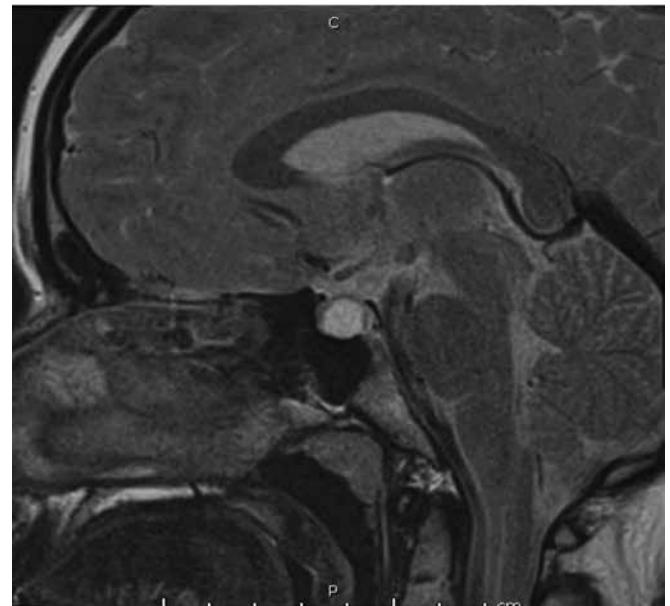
RM de silla turca contrastada con gadolinio. Corte sagital en T2. Cortes 2.5 mm.
